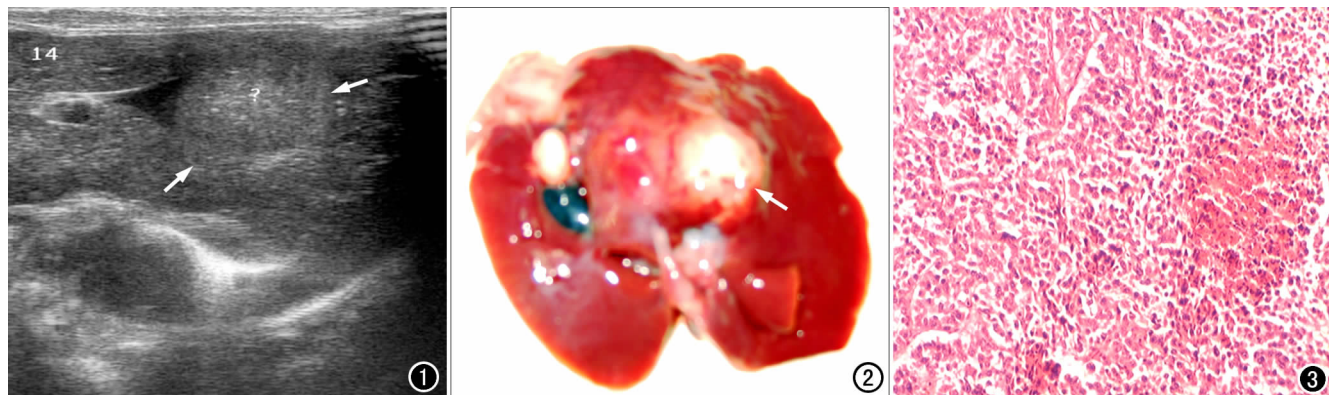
超声显示兔肝左叶内等回声肿块(箭),无包膜。图 2 超声引导经皮穿刺瘤组织小块法制作的兔肝肿瘤模型的大体标本,VX2 肿块呈灰白色圆形结节。图 3 镜下兔肝 VX2 肿瘤细胞胞浆丰富,淡红色,核肥大,其大小及形态各异,染色浓淡不均,核分裂像多见($\times 100$, HE)。
